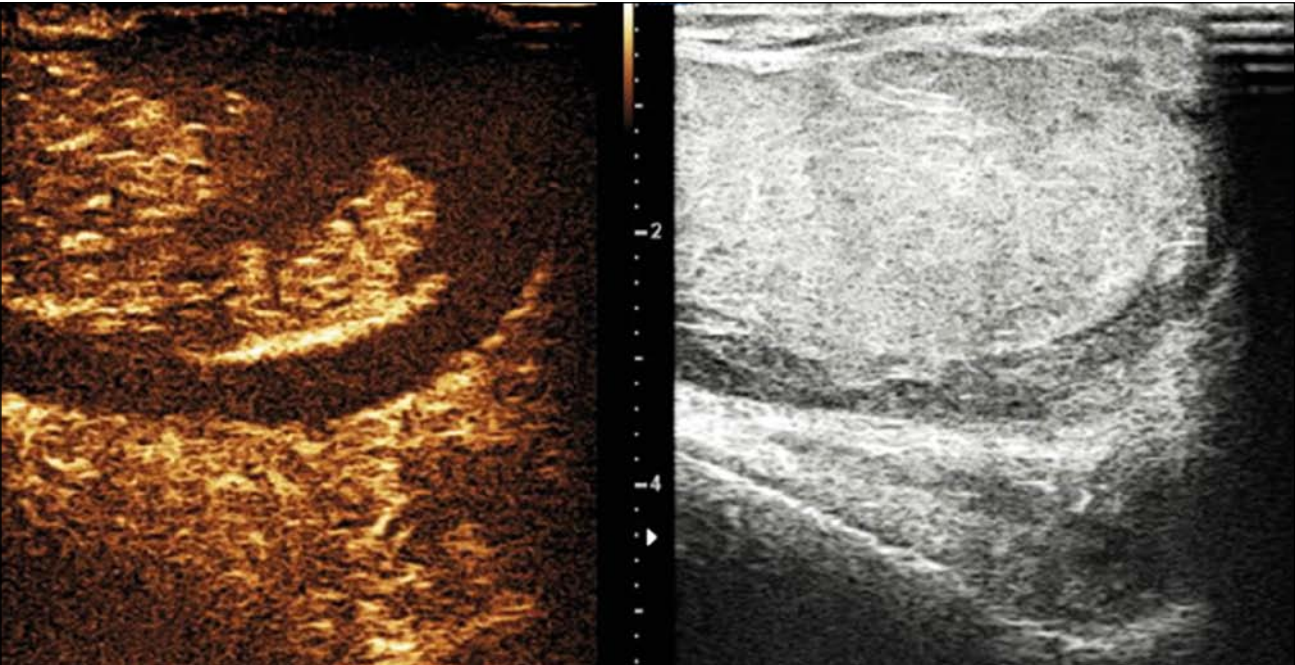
造影剂增强超声可确定重要实质的范围，帮助术前决策过程，允许重要睾丸组织恢复，避免睾丸切除。
